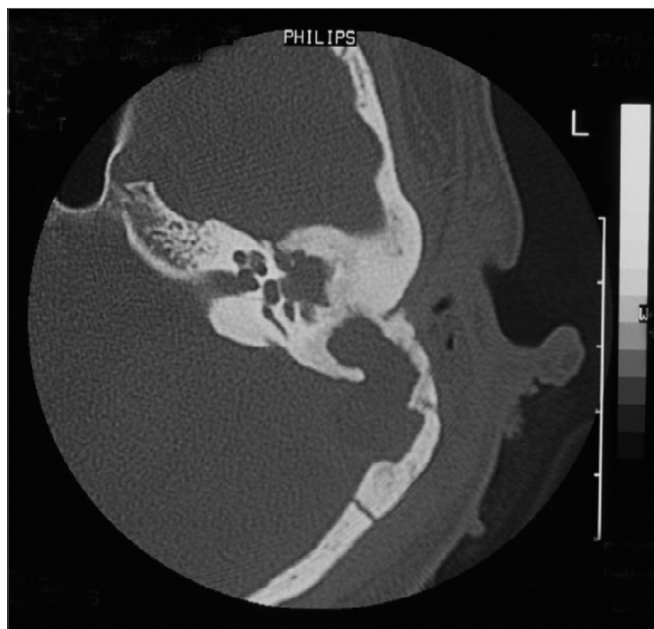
Tomografia Computadorizada de Ossos Temporais sem contraste demonstrando extensa destruição óssea em região do seio sigmóide (dura-máter da fossa posterior).
